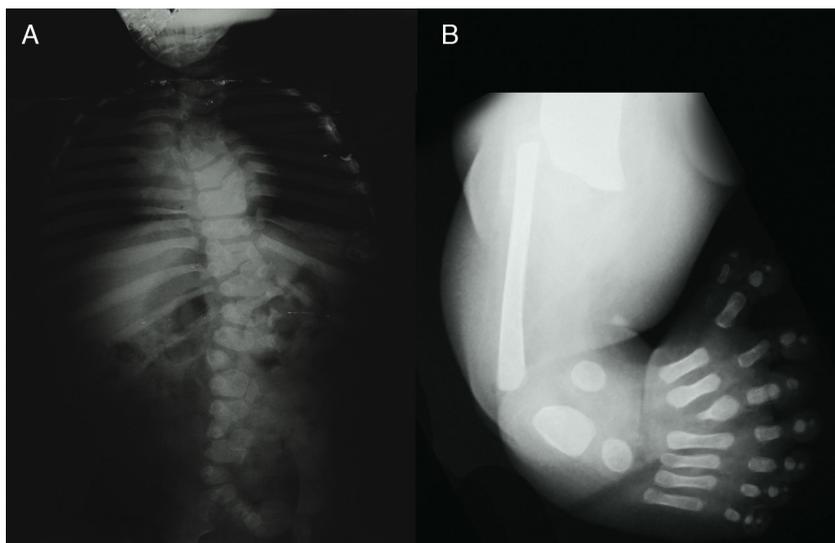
A) Radiografía AP de tórax con escoliosis dorso-lumbar, fusión costal (tercera con cuarta y quinta con sexta), así como 13 costillas en el hemitórax derecho, fusión costal (tercera con cuarta y novena con décima) sin costilla accesoria en el hemitórax izquierdo, falla múltiple hemivertebral de T4 a T7, T9 a T12 y en vértebras lumbares. B) Radiografía AP de la extremidad inferior izquierda con ausencia de la tibia y presencia de 8 dedos, con primer metatarsiano ausente e hipoplasia de las falanges del primer dedo, hipoplasia del tercer metatarsiano visible y ausencia de la falange terminal del cuarto dedo.
